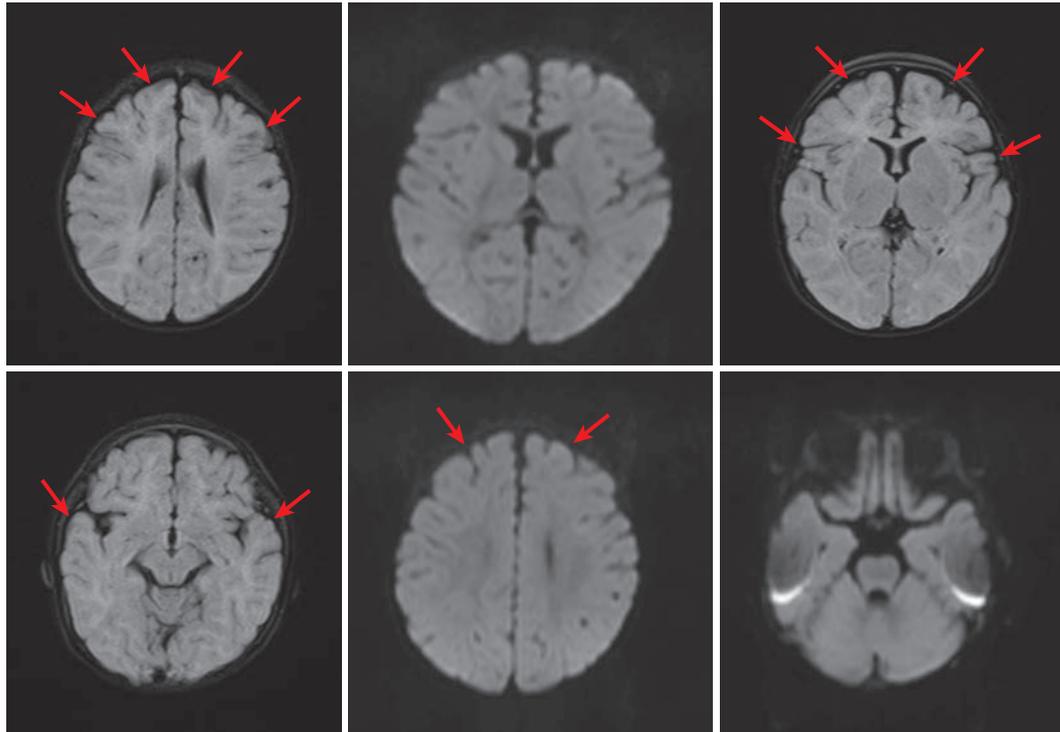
2019-10-10 头颅 MRI 平扫: 双侧额颞部脑外间隙稍增宽
